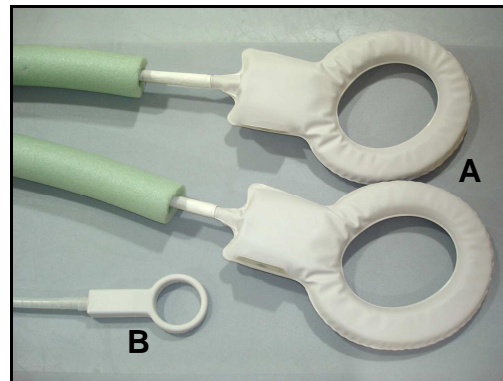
Bobinas de superfície utilizadas para RM de ATM - A. Bobina Flex S, diâmetro de 12cm, B. Bobina microscópica de 47mm de diâmetro (utilizada no nosso trabalho)
